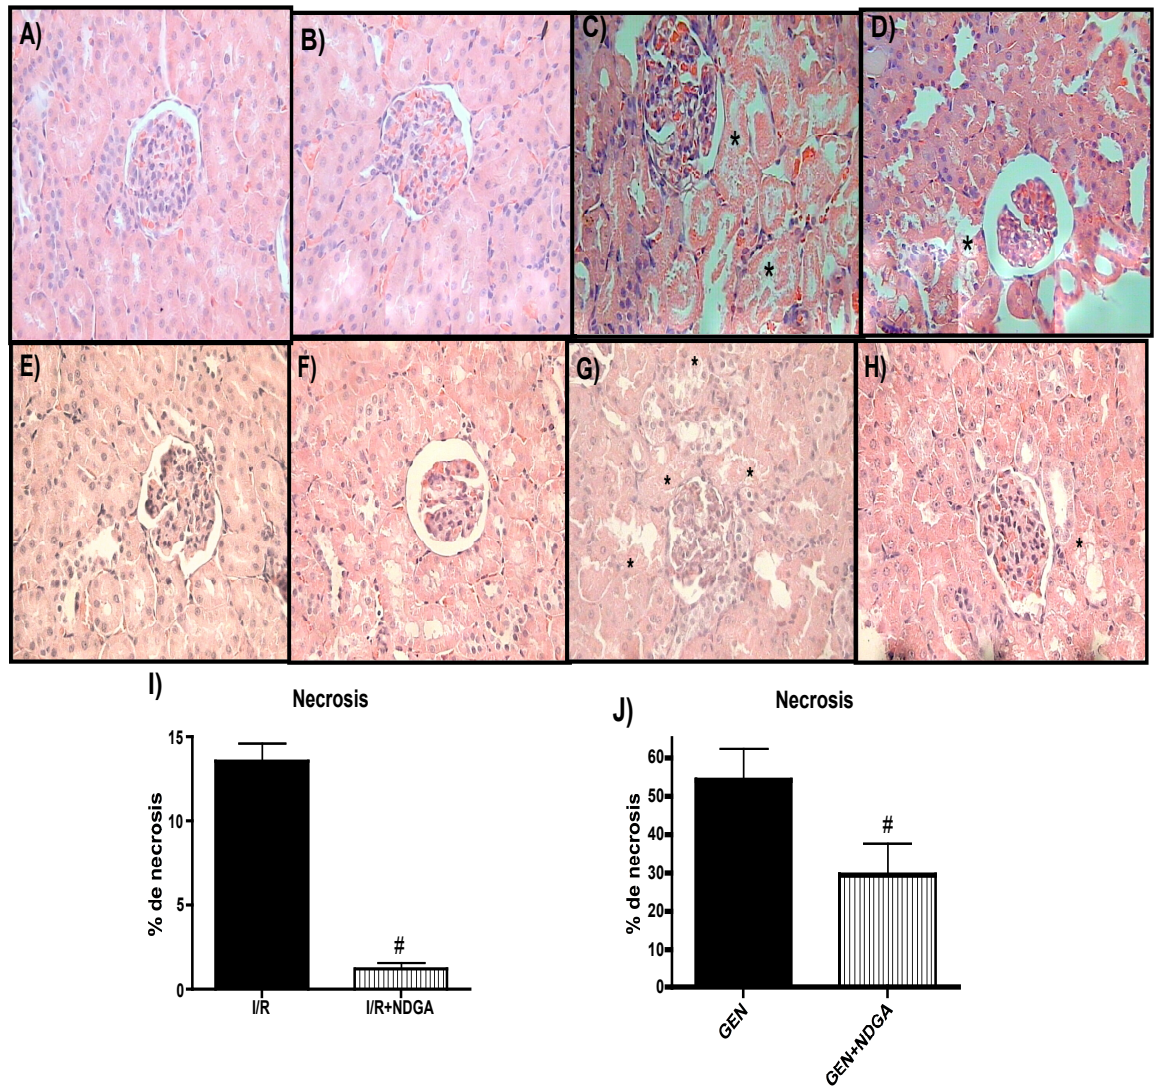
Histopatología y determinación de tejido necrótico renal por morfometría automatizada. El Tejido renal de ratas en el modelo de I/R (A, B, C, D e I) del grupo (A) CT del grupo (B) NDGA, del grupo con (C) I/R, del grupo (D) I/R+NDGA. El tejido renal de ratas en el modelo de gentamicina, GEN (E, F, G, H y J) del grupo (E) CT, del grupo (F) NDGA, del grupo (G) GEN, del grupo (H) GEN+NDGA. Análisis por morfometría automatizada en el modelo de (I) I/R y en el modelo (J) GEN. Para el modelo de I/R, n= 8-9; para el modelo de GEN, n=3-5. #p0.05 vs I/R vs GEN. el * indica la presencia de células necróticas tubulares.
